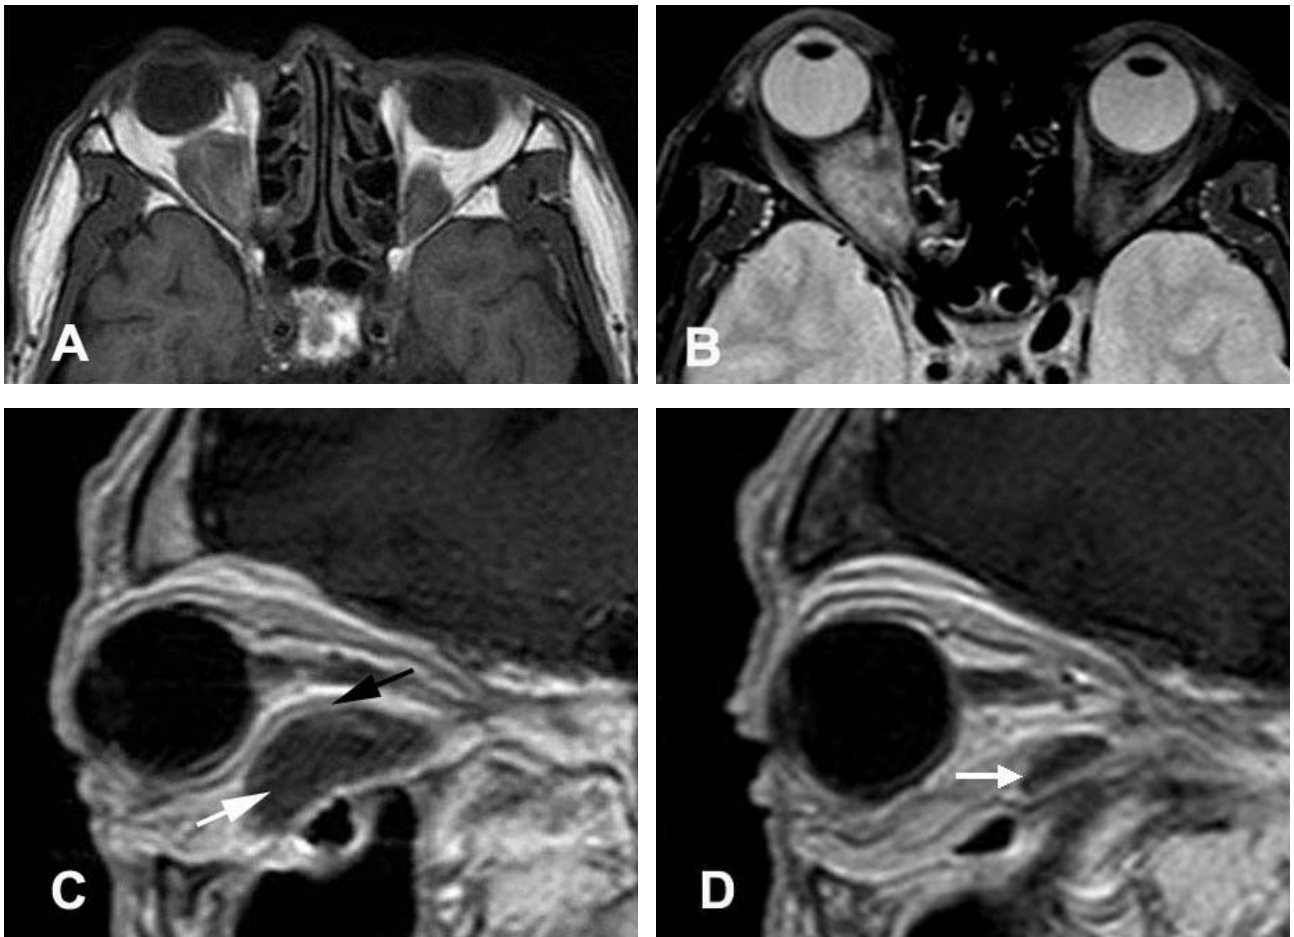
Pre-operative MRI findings (2 weeks before excisional biopsy). On the T1-weighted axial image (A), the bilateral orbital mass appeared as an isosignal intensity with gray matter of the brain. T2-weighted axial image with fat suppressed image (B) shows the bilateral orbital mass with central low signal intensity. Right (C) and left (D) postcontrast T1-weighted sagittal images demonstrate that elongated extraconal masses (white arrows) in the inferior aspect of both orbit, prominent in the right orbit. The masses with homogeneous low internal signal intensity and higher signal intensity in the peripheral rim (black arrow) are noted.
